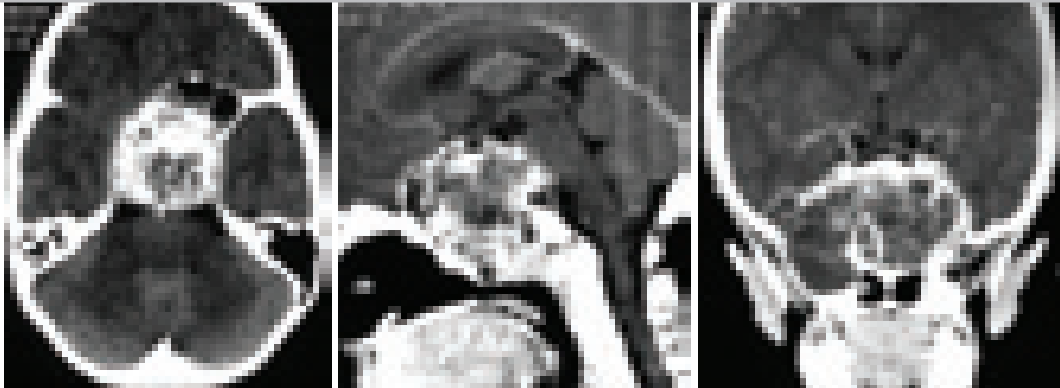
Краниофарингиома. СКТ – изображения больного 7 лет.
